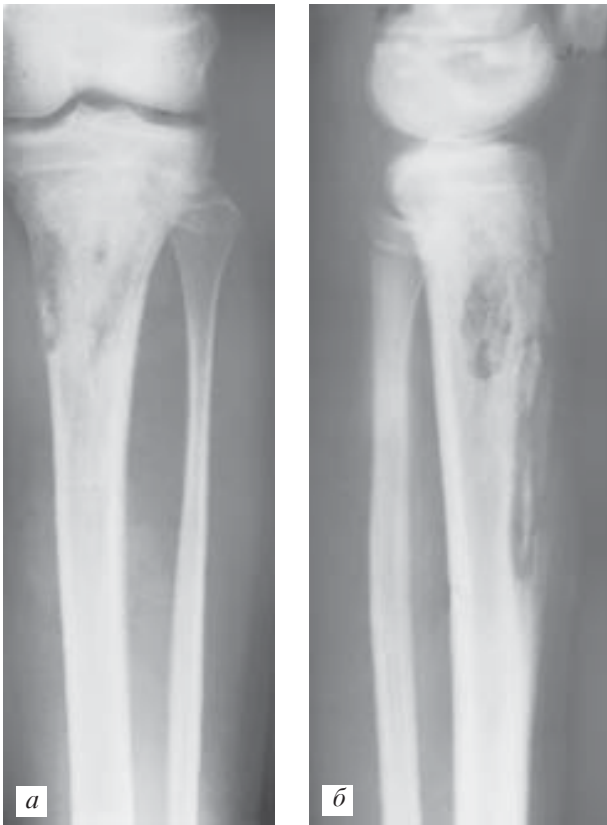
Хронічний остеомиєліт великогомілкової кістки. Рентгенограма (а, б)
